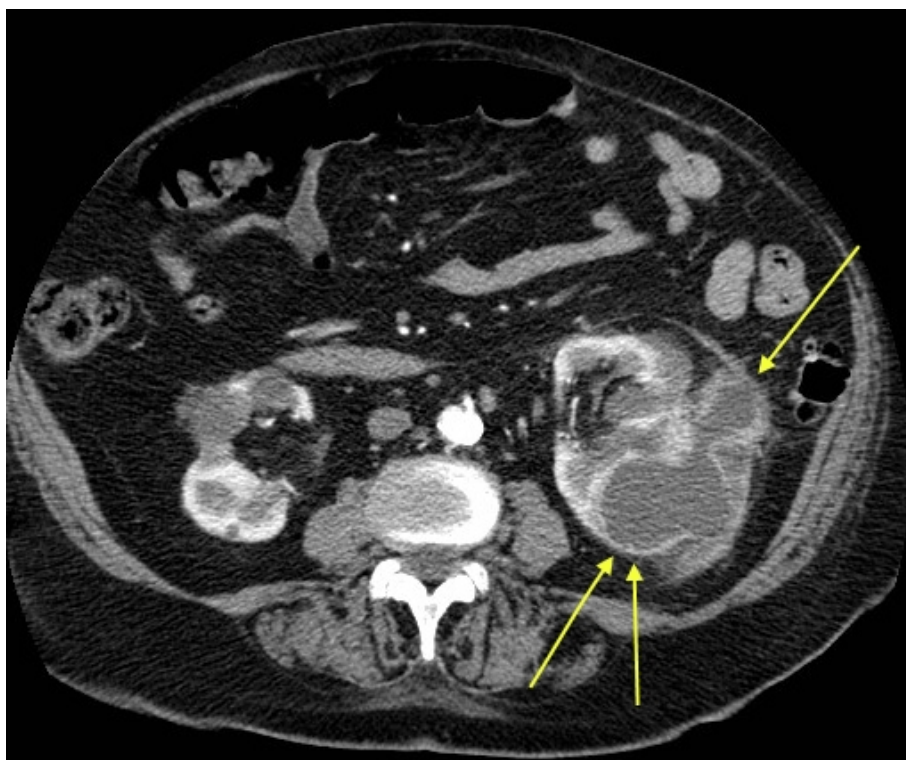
L'immagine TC assiale in fase arteriosa, di un uomo di 76 anni, mostra una massa ben definita, di bassa attenuazione, con una parete spessa e irregolare, che presenta potenziamento contrastografico (freccie). Si tratta di un ascesso renale. Referenze: Radiodiagnostica, Università degli Studi di Palermo, Policlinico Universitario Paolo Giaccone - Palermo / IT
